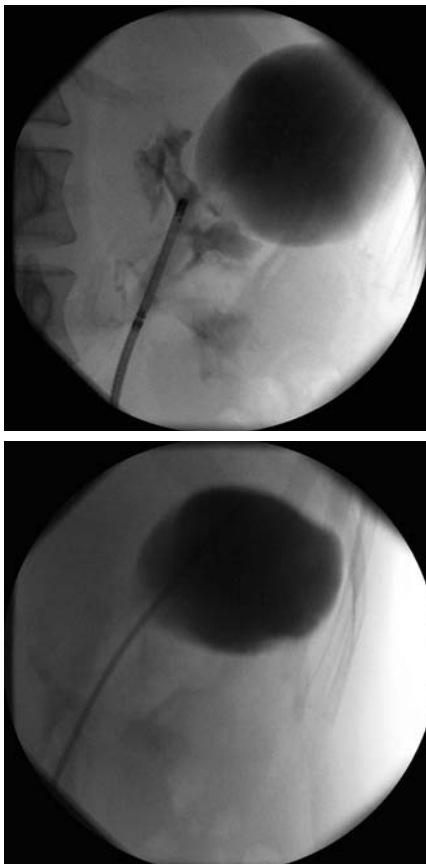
CT image of renal calyceal diverticulum showing inflow of contrast medium.
